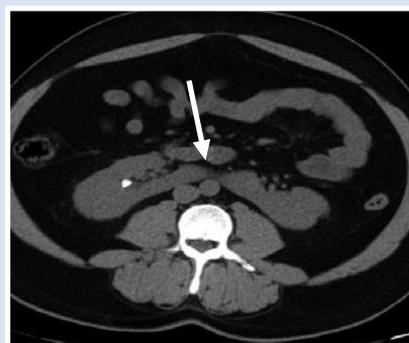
КТ до проведения оперативного вмешательства, аксиальный срез. Стрелкой указан перешеек подковообразной почки.
